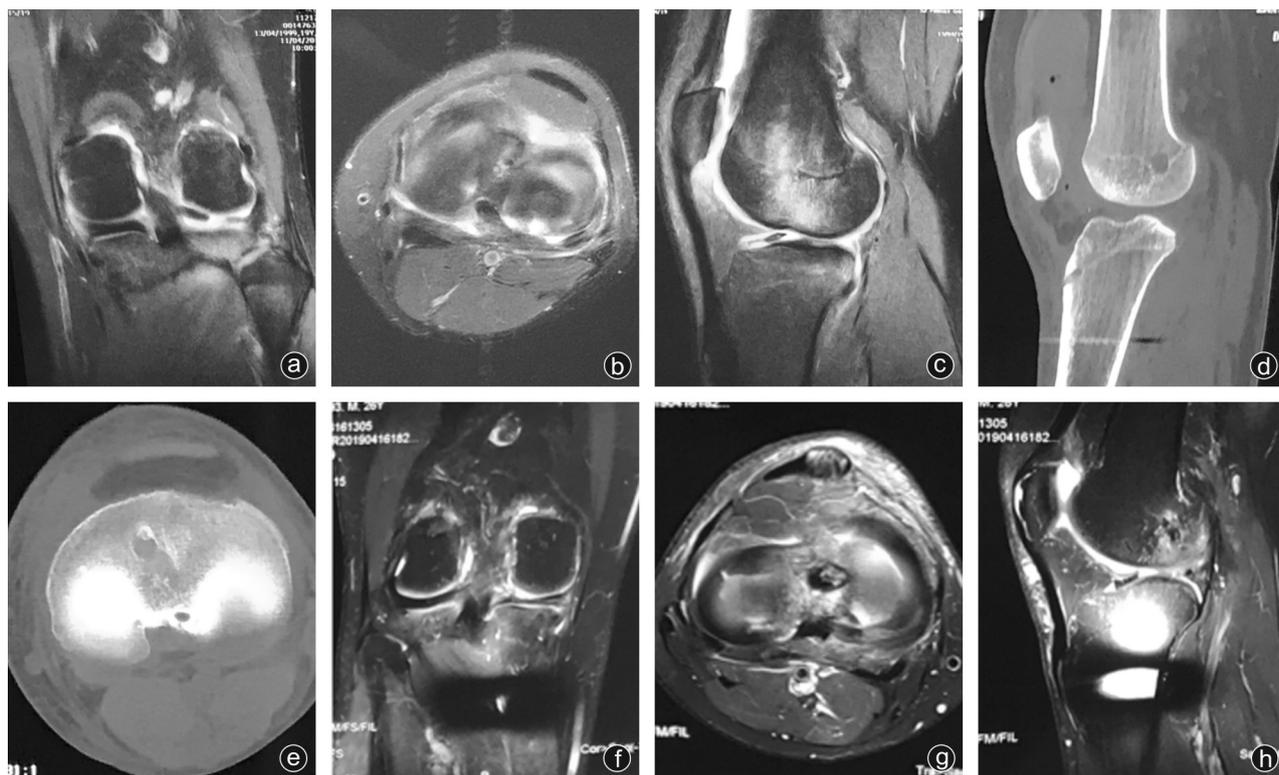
病人,男,26岁,因扭伤致右膝关节疼痛、肿胀,伴活动受限10 d入院 a,b:术前膝关节冠状位、横断面MRI可见外侧半月板后角线状T2高信号影,表现为“截断征”;c:矢状位MRI示外侧半月板后角缺失,表现为“鬼影征”;d:术后6个月矢状位CT可见骨道全长位置;e:横断面CT示外侧半月板后角止点骨道出口位置良好;f,g:术后6个月冠状位、横断面MRI示外侧半月板后角连续性良好;h:矢状位MRI示外侧半月板后角可见少许T2高信号影,“鬼影征”消失
